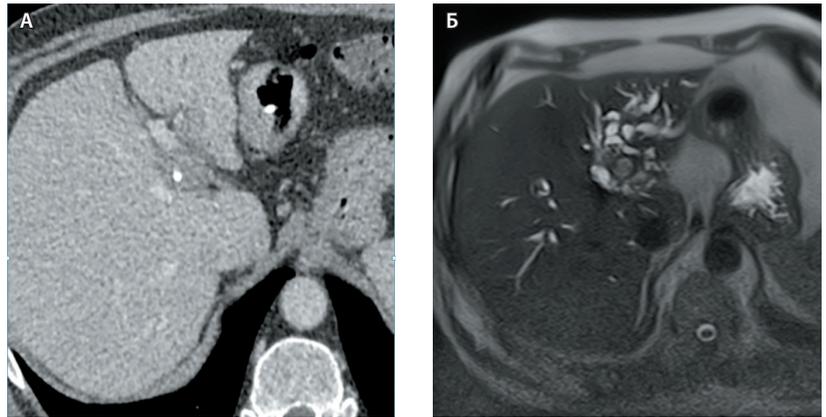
Предоперационная мультиспиральная компьютерная томография, венозная фаза (А) пациента 5 показала наличие гиподенсного образования в воротах печени; при магнитно-резонансной томографии (Б) видны резко расширенные протоки левой доли печени и I сегмента, а также мягкотканые структуры в долевыми протоках
